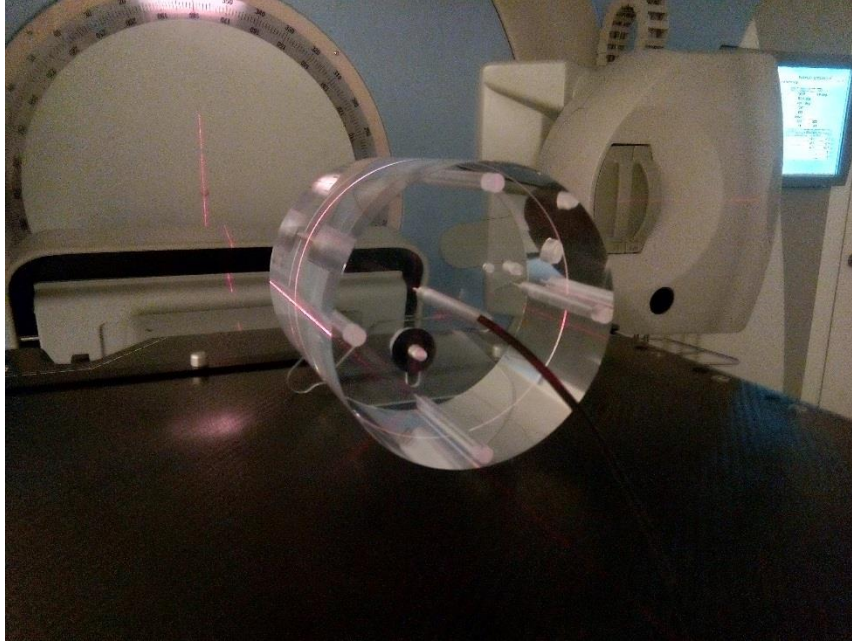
Setup para estimar a dose num fantoma de CT
